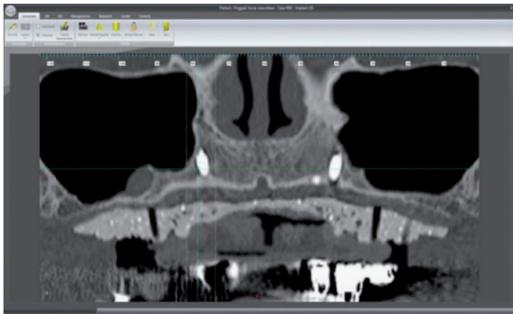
sezione frontale TC in cui si evidenzia un BIC carente dei pregressi impianti e la forte pneumatizzazione nonché la marcata atrofia del mascellare superiore
